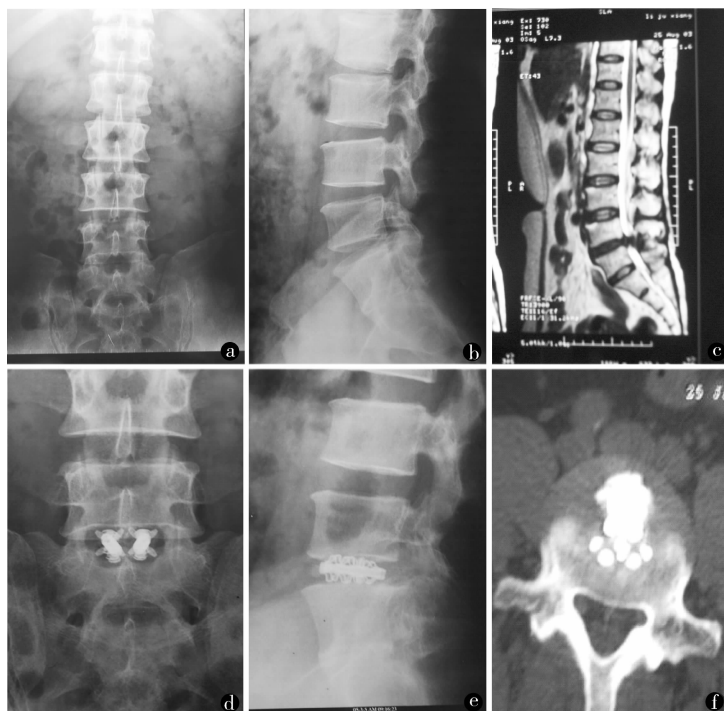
男, 43 岁, 腰腿痛 4 年, 术前 X 线正 (a) 侧 (b) 位片和 MRI (c) 示 L₅/S₁ 椎间盘突出 (骶椎腰化), L₄、L₅、S₁ 椎体终板线成角大于 11°, 提示腰椎失稳。椎间盘镜下 B-Twin 植入椎间融合术后 4 个月, X 线正 (d) 侧 (e) 位片示腰骶椎体终板线平行, 失稳纠正, CT (f) 示椎间融合良好
